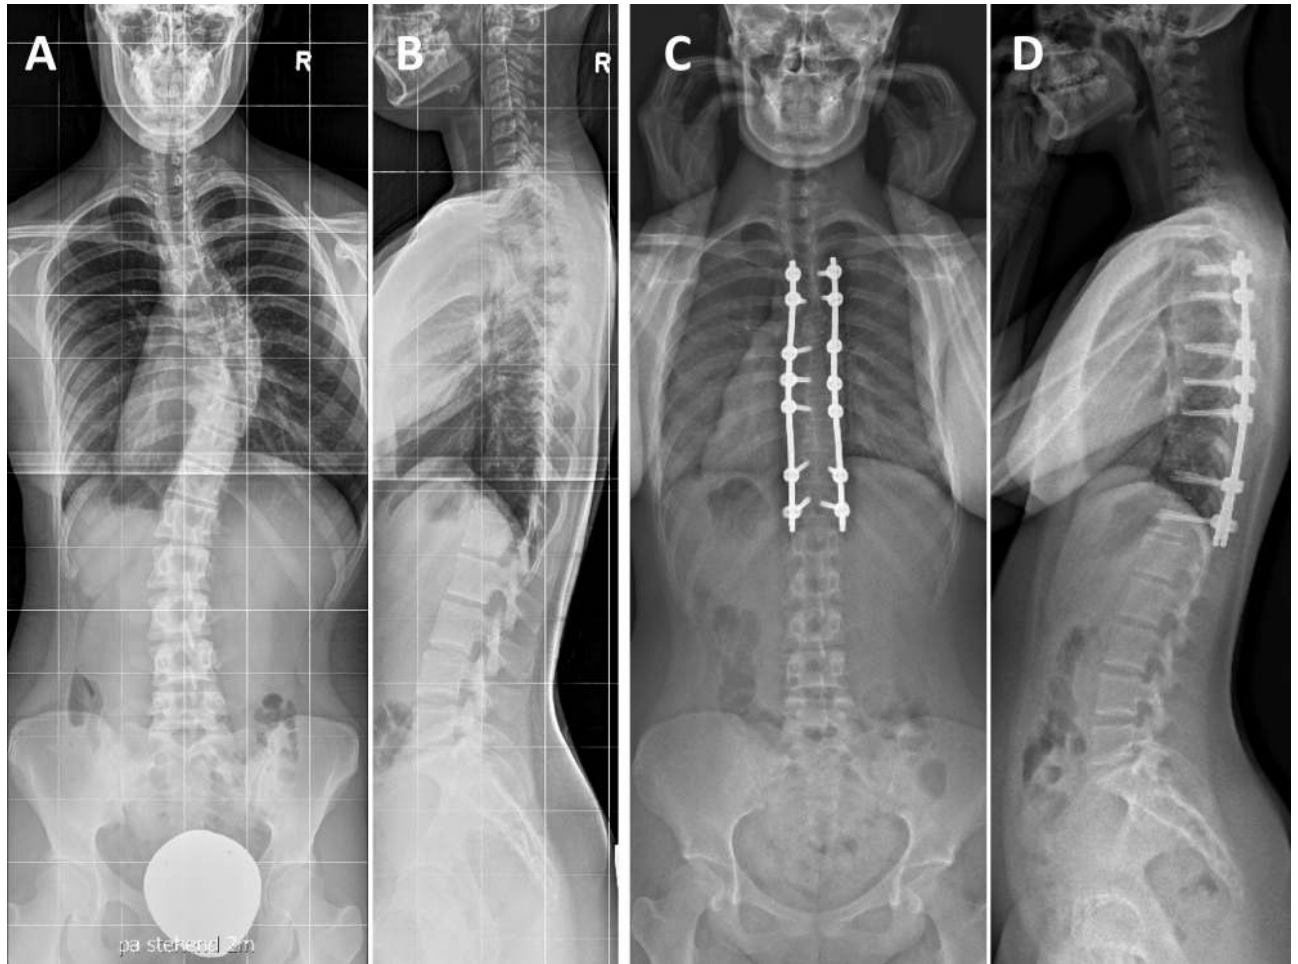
18-jährige Patientin mit idiopathischer Skoliose. Röntgenbilder der gesamten Wirbelsäule in zwei Ebenen (A und B) zeigen eine idiopathische rechtskonvexe thorakale Skoliose Lenke Typ I mit einem Cobb Winkel der Hauptkrümmung von  $54^\circ$  zwischen Th 6 und Th11. Mit Hilfe der Drei-Hautinzisions-Technik konnte eine Korrektur mit Hilfe dorsaler Instrumentierung (Th3/4-Th6/7/8-Th10/11) und dorsale Spondylodese Th 3 bis Th11 ohne Kompromisse durchgeführt werden (C und D).
